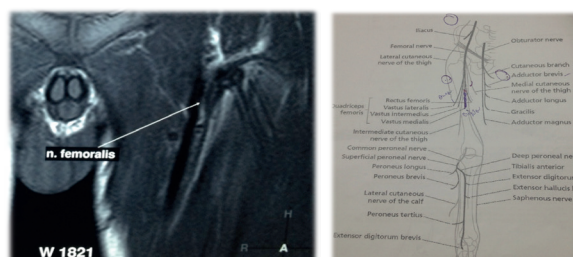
МРТ и нейромиеография.
